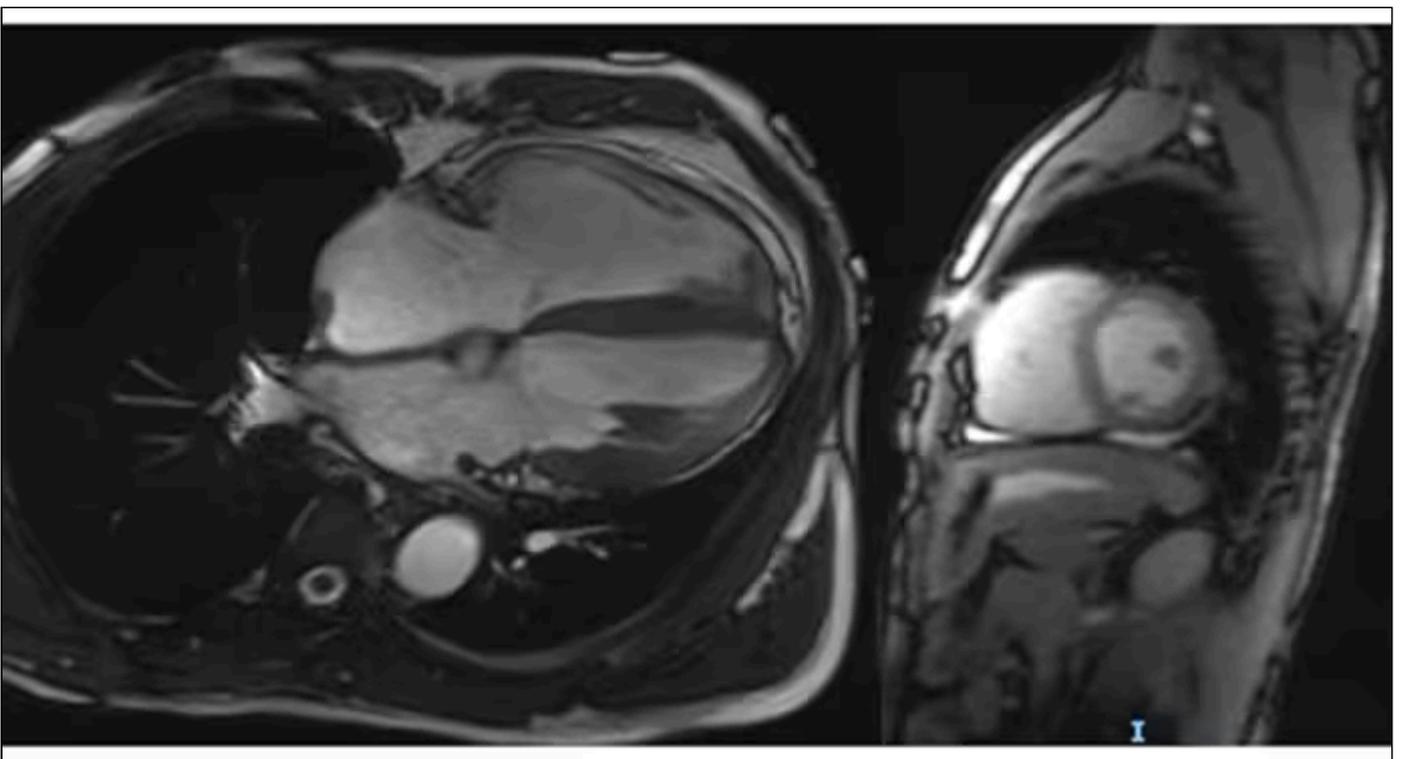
IRM cardiaque (source : Dr Michel Zeitouni)
